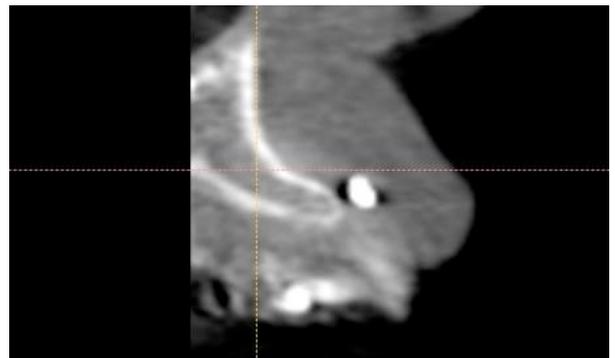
B. Tomografía computarizada del paciente.
